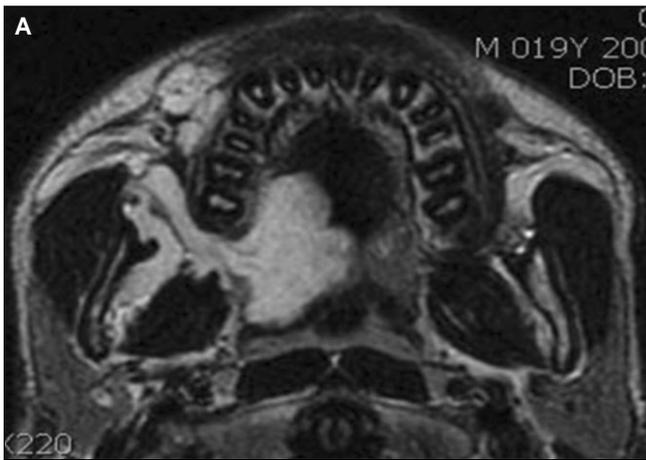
High intensity is seen on the lesion area. The lesion involved hard and soft palate and buccal mucosa. A. Preoperative MRI T2W1 axial view, B. Preoperative MRI T2W1 coronal view.
